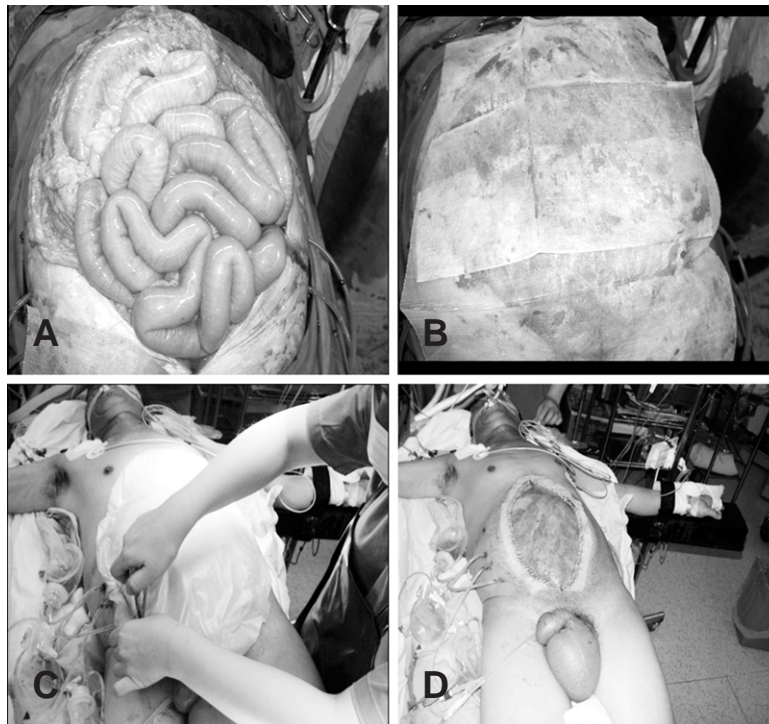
A 46 year-old man with thoracic aortic dissection, left renal rupture, spleen rupture and laceration of liver. Photograph shows temporary abdominal coverage (TAC). (A) There was no space to put edematous bowel into peritoneal space. (B) The bowel was covered with 2 sheets of mesh. (C) Final coverage with vinyl was done with skin stapler. (D) A couple of days later, bowel edema was subsided markedly.
